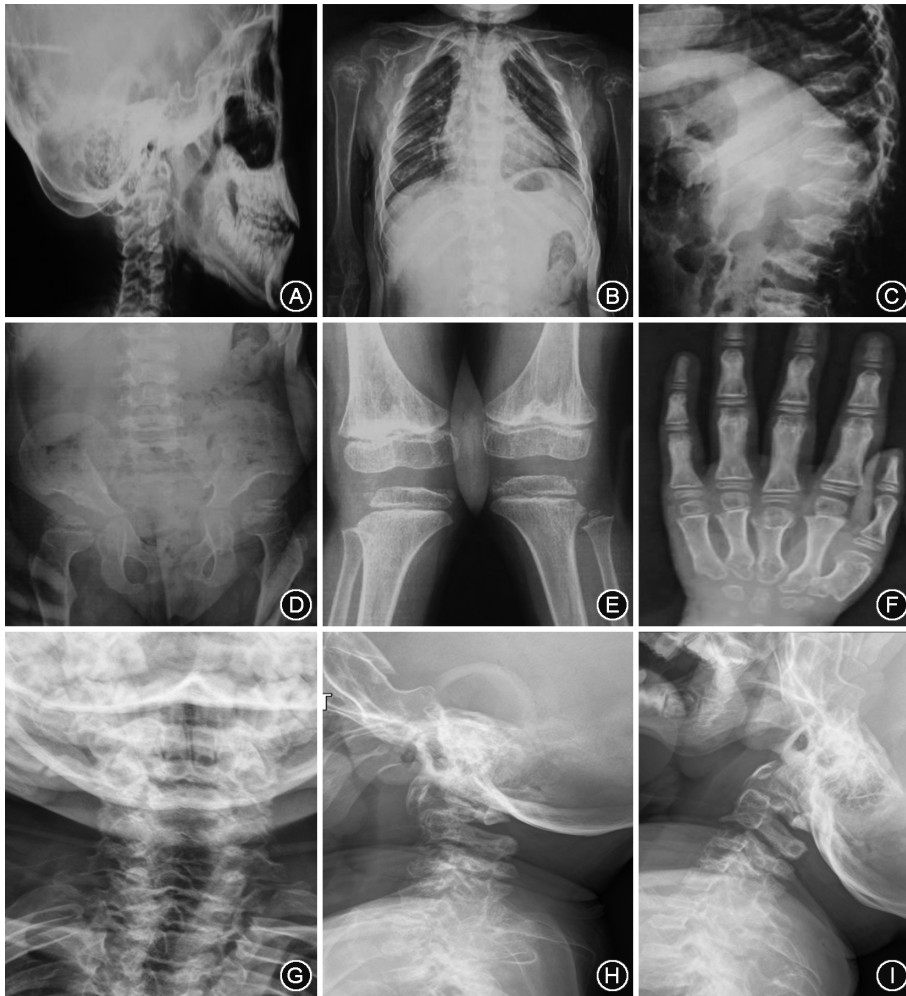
黏多糖贮积症IV A型患儿全身主要骨骼典型表现的X线片 A:头颅侧位片;B:胸腰椎正位片;C:腰椎侧位片;D:髋关节正位片;E:膝关节正位片;F:左手正位片;G:颈椎正位片;H:颈椎屈位侧位片;I:颈椎伸位侧位片
